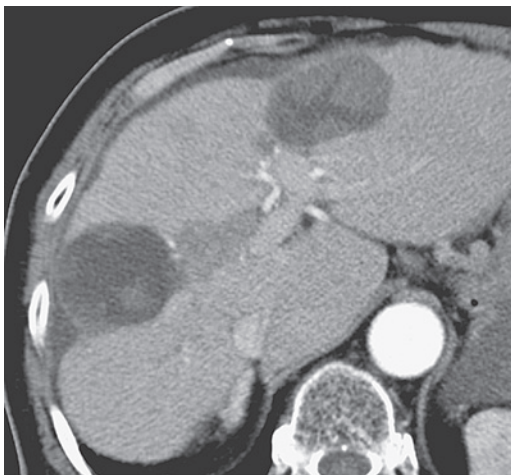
腹部造影CT 右肝管への腫瘍浸潤による胆道出血に伴う閉塞性胆管炎
